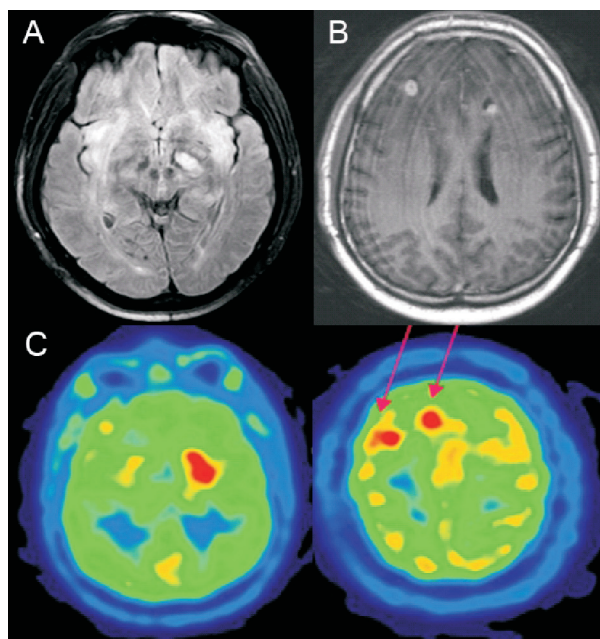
A. RM axial FLAIR. Hiperintensidad fronto-insular bilateral y en pedúnculo cerebral izquierdo. B. RM axial T1+Gd. Muestra realce nodular córtico-subcortical frontal bilateral. C. ¹¹C-metionina PET/TC. Incremento de la captación en topografía de la lesión.
